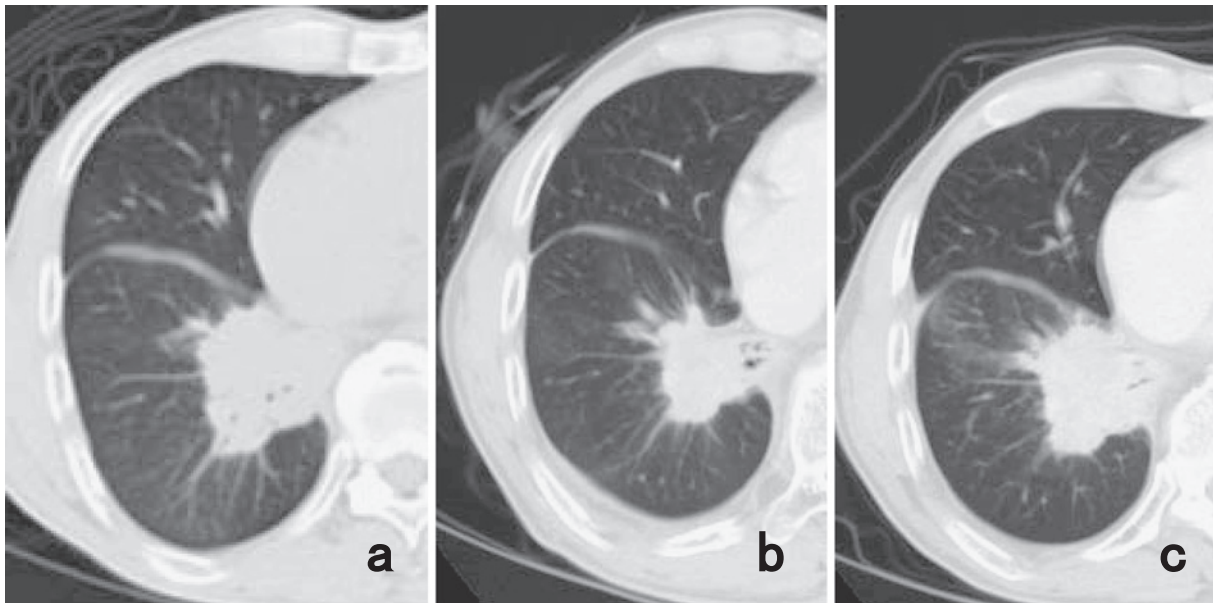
Chest CT shows a primary tumor in the right lower lobe before first-line chemotherapy (a). Chest CT shows regrowth of the primary tumor before gefitinib therapy (b). The tumor has progressed after gefitinib therapy (c).
